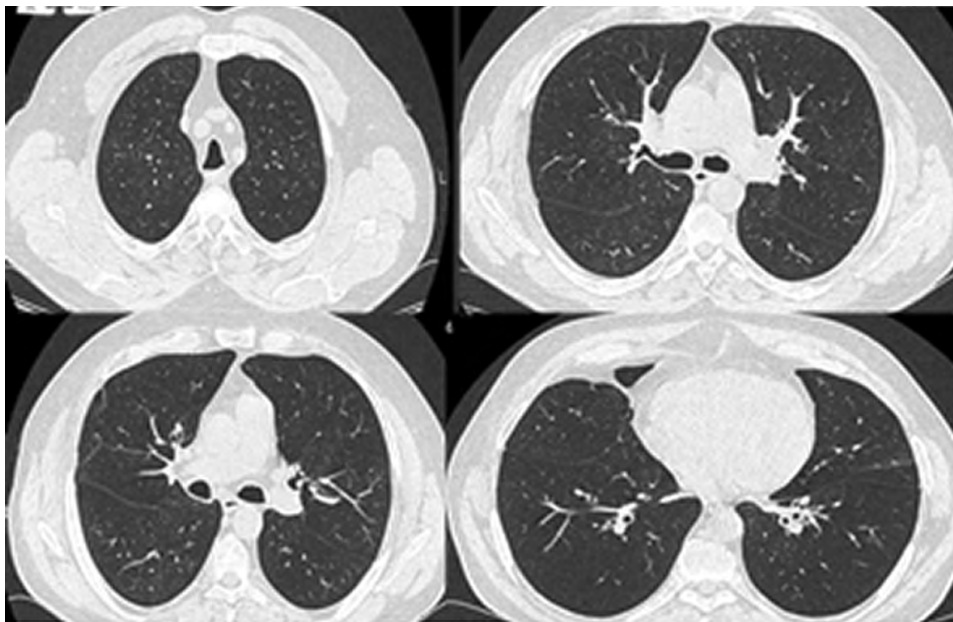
Компьютерная томография органов грудной клетки от 17.06.2014
